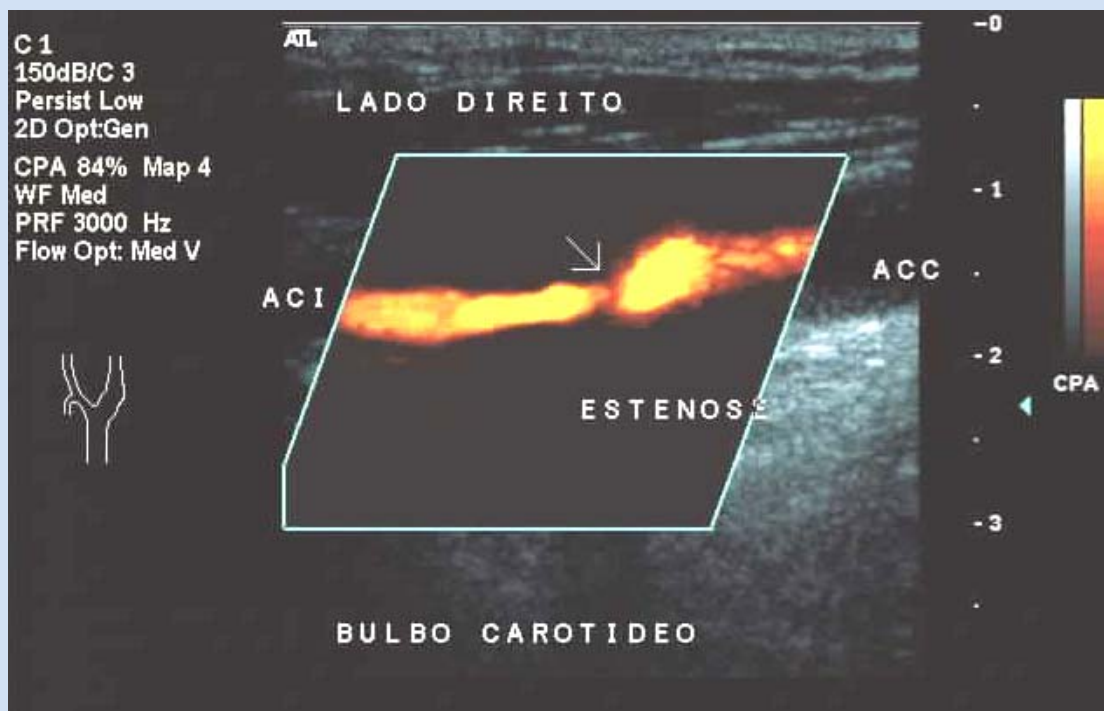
Reestenose arterial carotídea pós endarterectomia. Color Doppler.
